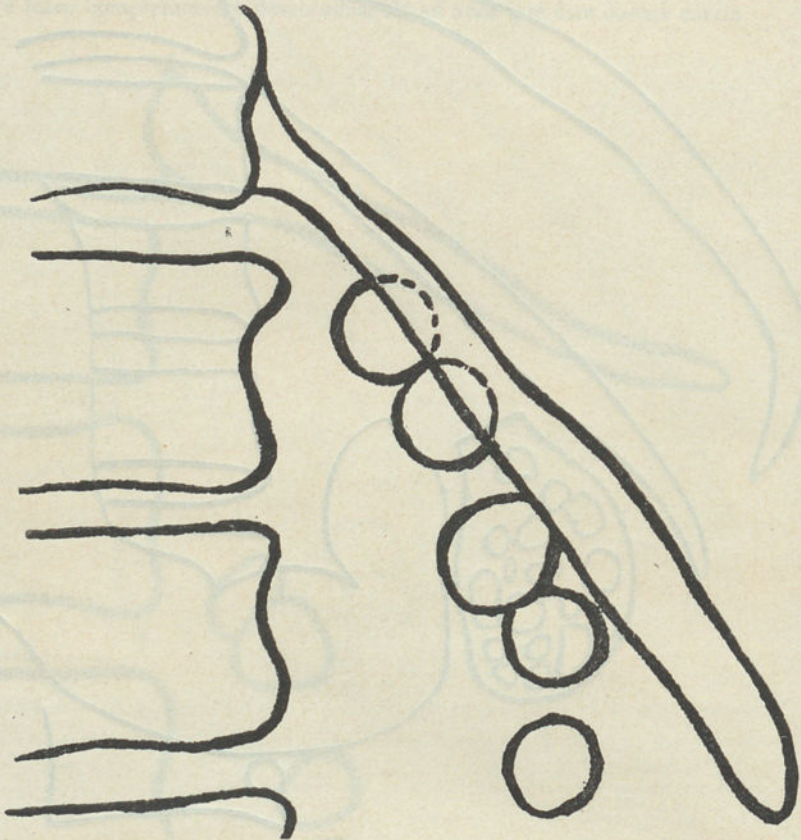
Radiografia n.º 2686, por detrás.
